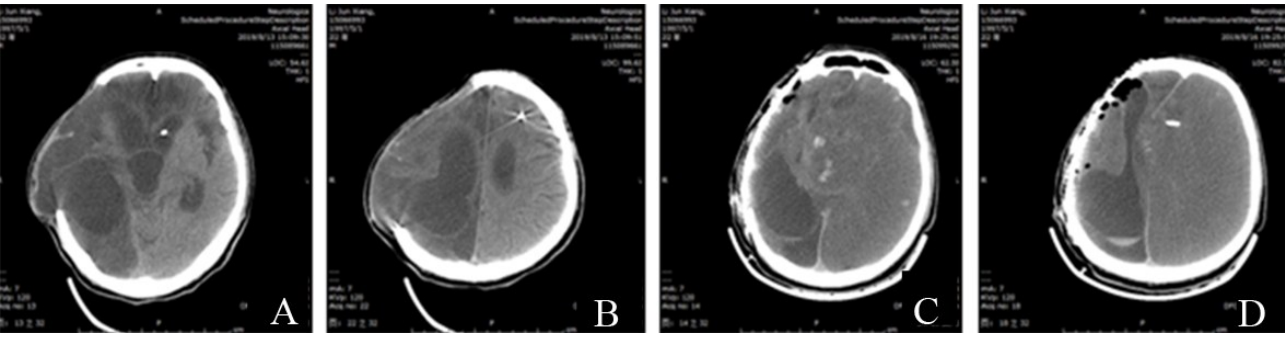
外伤性颅骨缺损1年行颅骨成形术后发生反常性脑疝前后颅脑CT
